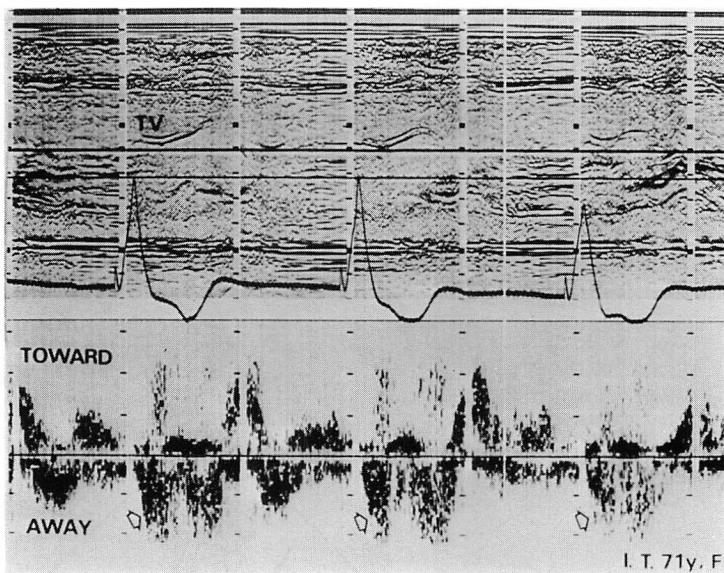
Representative example of pacing-induced TR documented by pulsed Doppler echocardiography (a 71-year-old woman).
